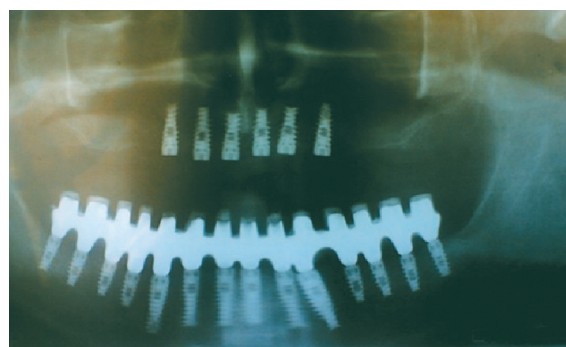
Панорамный рентгеновский снимок пациента А. после установки дентальных имплантатов на верхнюю челюсть.
